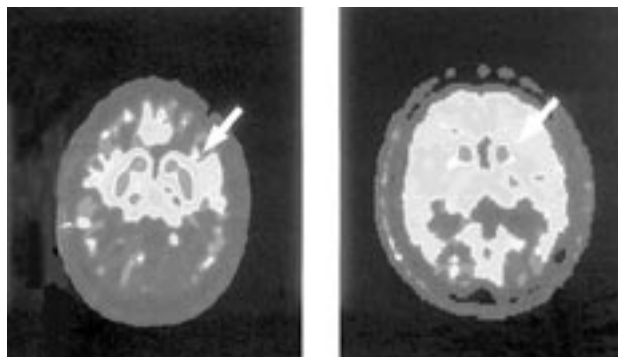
Immagini ottenute mediante la tomografia ad emissione di positroni (PET) di un cervello normale (a sinistra) e di uno affetto da morbo di Parkinson.
